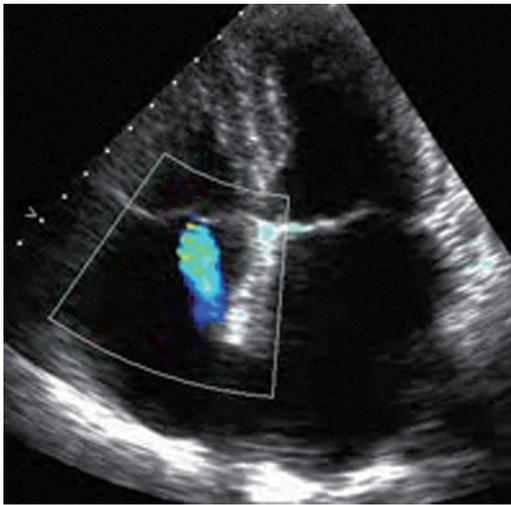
Régurgitation mitrale en échocardiographie-Doppler.
